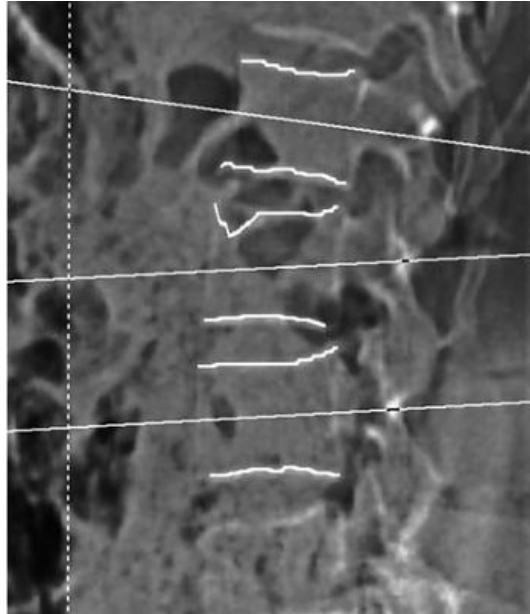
Quantitative Computertomographie der Wirbelsäule. Festlegung der Schichtebene [Bartl 2010, S. 90].
